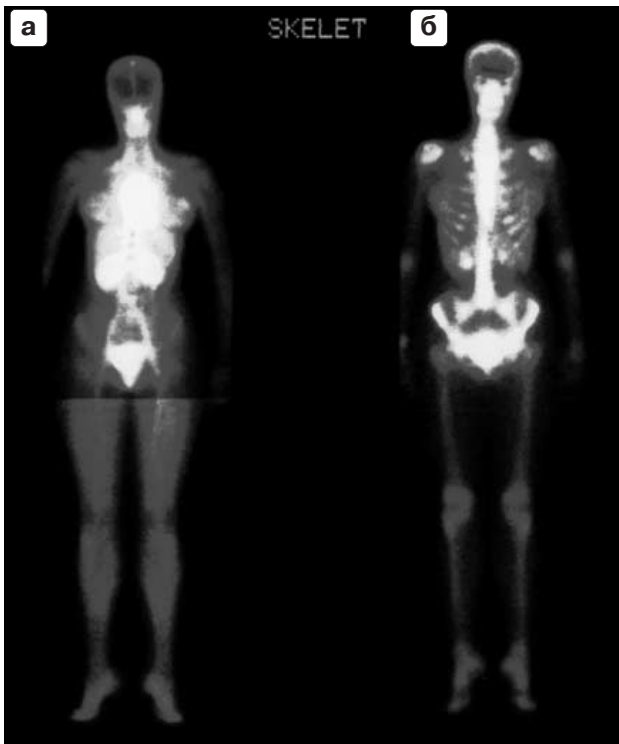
Сцинтиграфическая семиотика при дистрофическом типе поражения суставов. Умеренная гиперфиксация РФП в суставах осевого и периферического скелета больной 30 лет с системной склеродермией в период оптимального соотношения накопления РФП в костях и мягких тканях скелета (б) и отсутствие таковой в проекции пораженных суставов в фазе кровяного пула (а).
